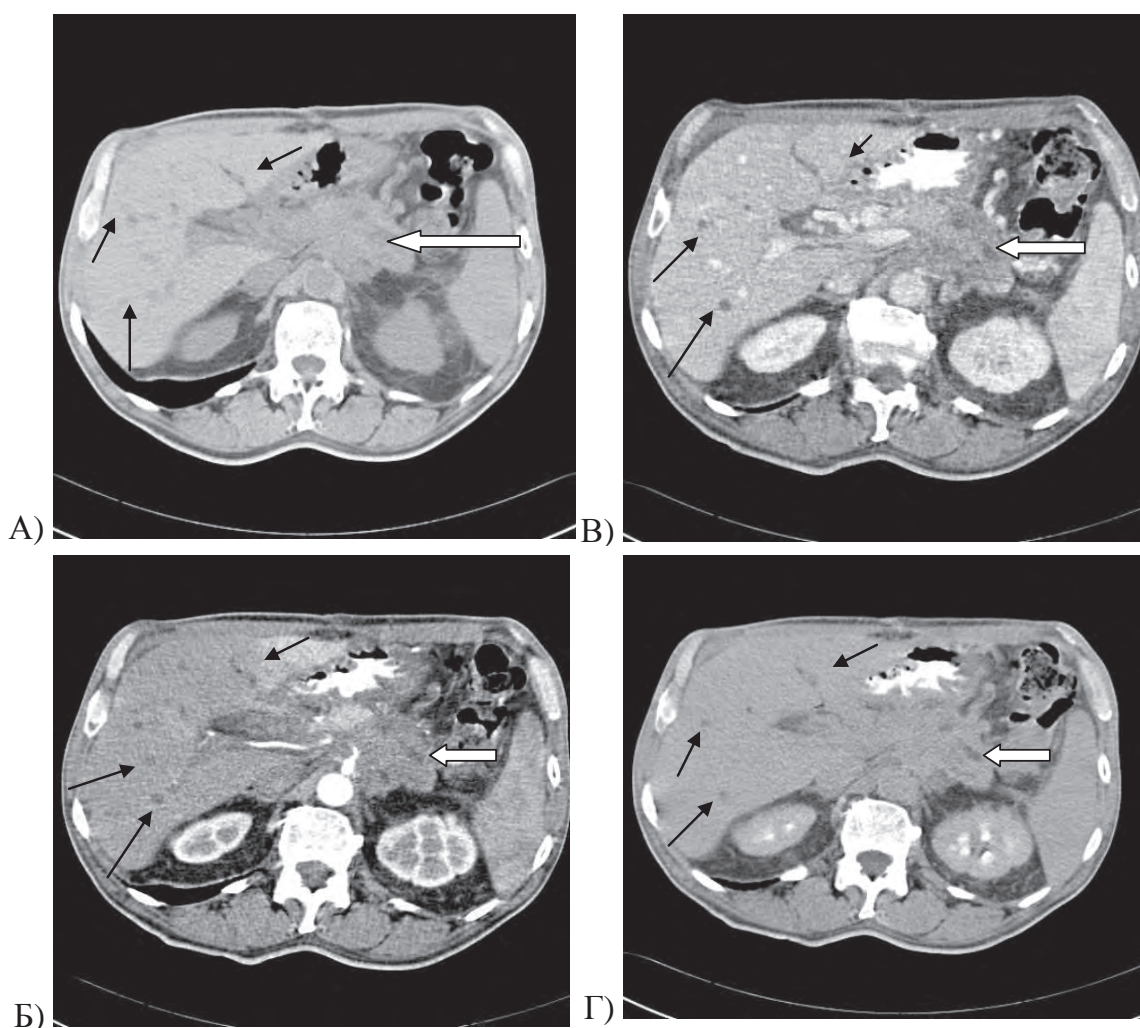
Больная М, 64 лет, диагноз: аденокарцинома хвоста ПЖЖ. СКТ с в/венным контрастным усилением, нативная (А), артериальная (Б), венозная (В), отдаленная (Г) фазы. Опухоль хвоста ПЖЖ с большим количеством перитонеальных метастазов на брюшине, которая значительно отходит от железы (стрелки).
